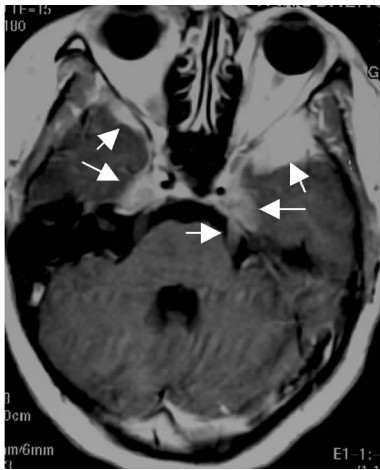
颅内 SCNSL 纵隔淋巴瘤柔脑膜播散 MRI
